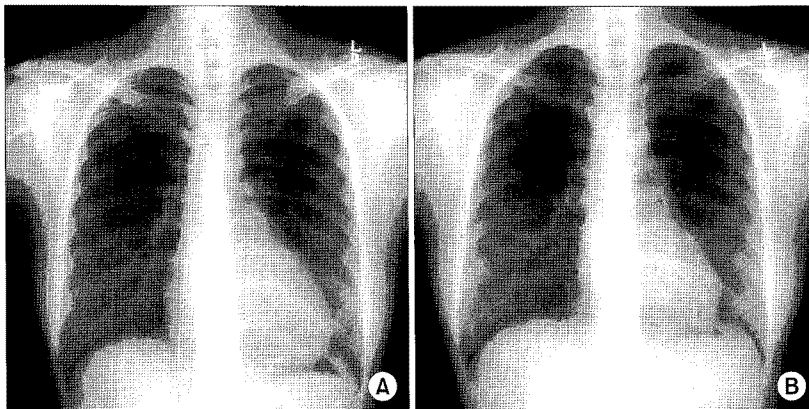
(A) Preoperative chest x-ray, (B) Postoperative 6 months chest x-ray.
